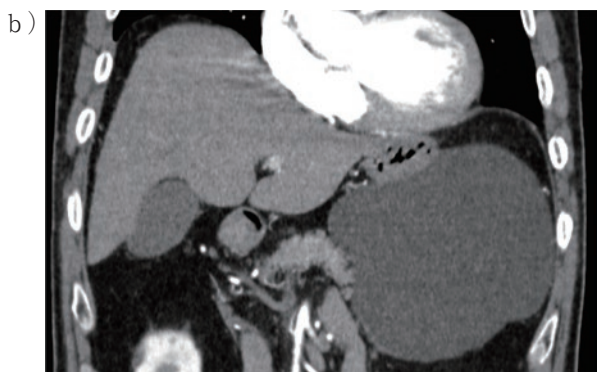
腹部造影CT：a) 軸位断、b) 冠状断。膵体尾部に15cm大の造影効果を伴わない単房性嚢胞性腫瘍を認める。嚢胞内に充実性成分は認めない。胃や横行結腸と接しているが、境界は明瞭であり浸潤は認めない。
